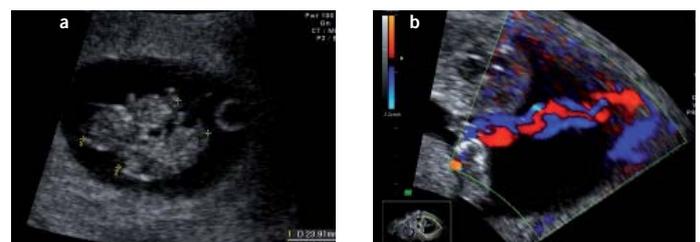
Ultraschallbilder von monochorial monoamnioten Zwillingen bei 8 SSW (a) und 12 SSW (b). Wie Bild 2b zeigt, kann der Doppler helfen, um eine oft sehr eng zusammenliegende Insertionsstelle der Nabelschnüre, aber auch deren Verdrillung zu verifizieren
